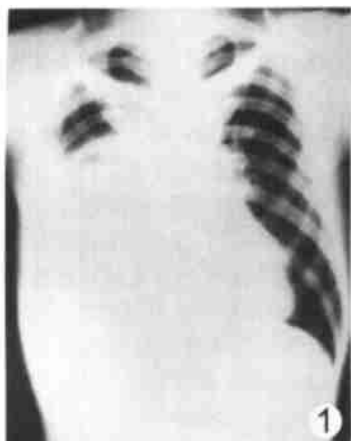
平片显示典型右侧胸腔大量积液 图 2、3 MR 显示右膈下脓肿
